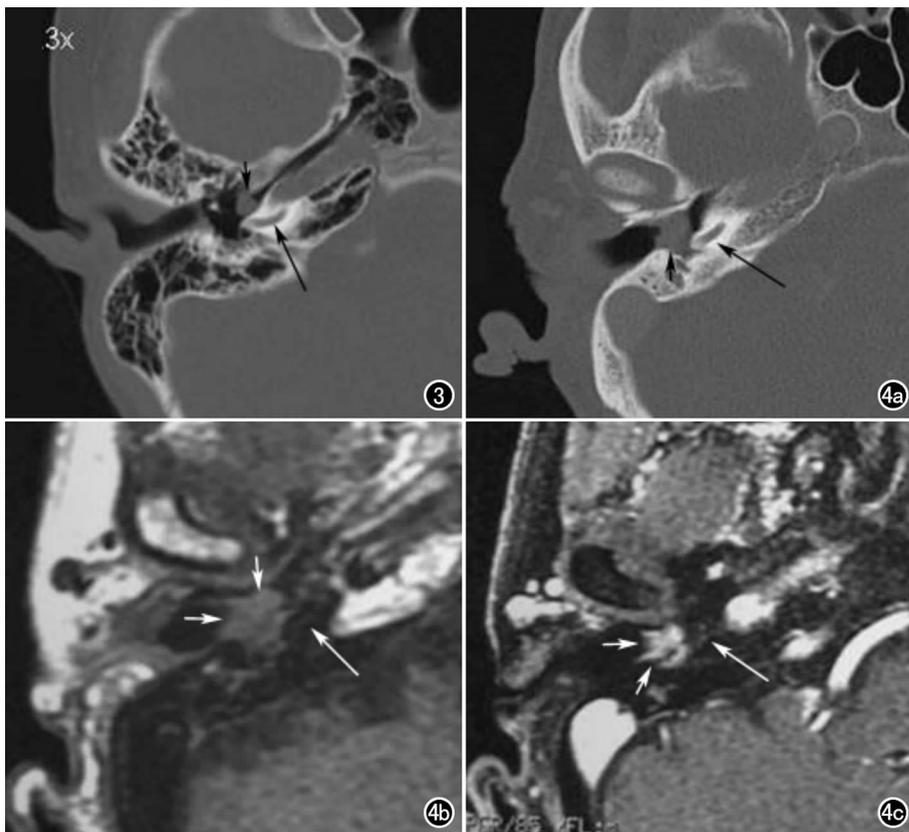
鼓室囊肿。轴面 HRCT 示右侧中下鼓室前壁见软组织结节(短箭为鼓室内结节,长箭为耳蜗底旋)。图4 中耳癌(短箭为鼓室内结节,长箭为耳蜗底旋)。a) 轴面 HRCT 示右侧中下鼓室见不规则软组织结节; b) T<sub>1</sub>WI 示结节呈不规则中等信号; c) 增强 T<sub>1</sub>WI 示结节较明显强化,强化程度稍逊于血管。
